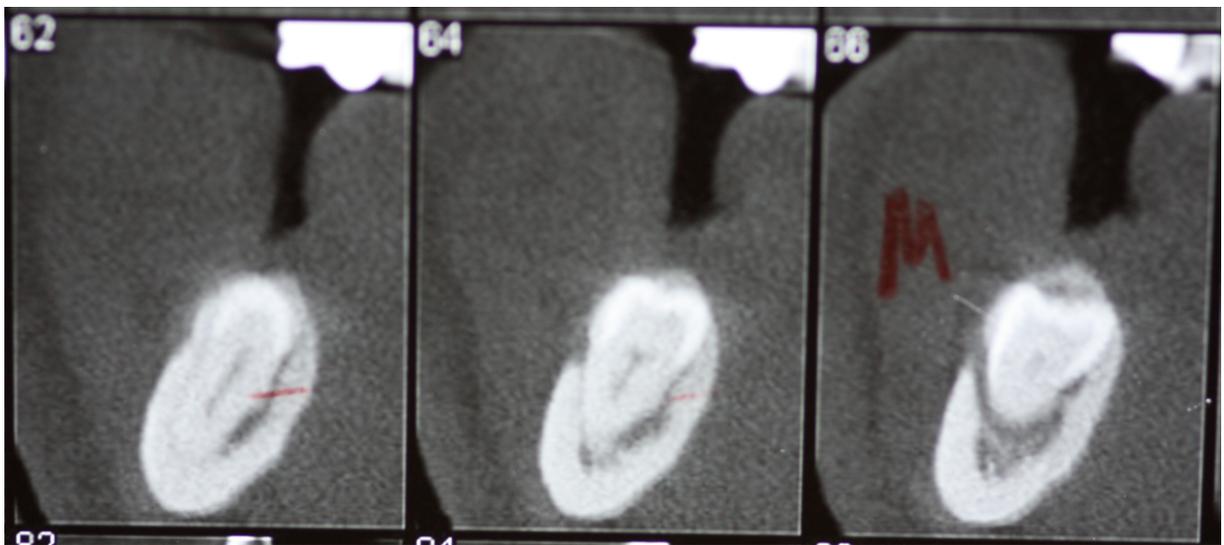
TC dos dentes inclusos
